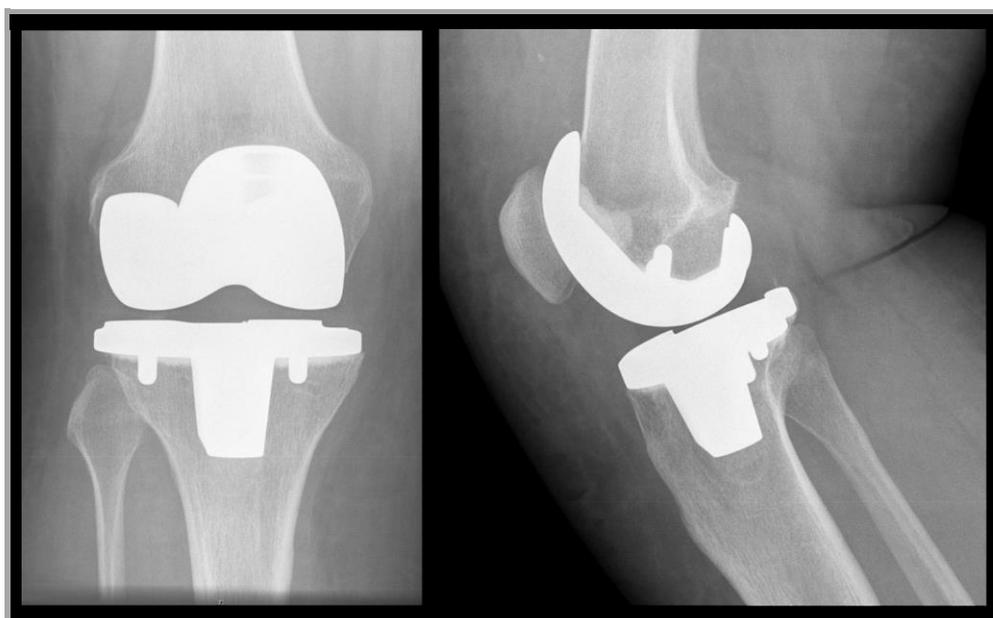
Röntgenbild Kniegelenk postoperativ: Knie TEP⁴⁶
